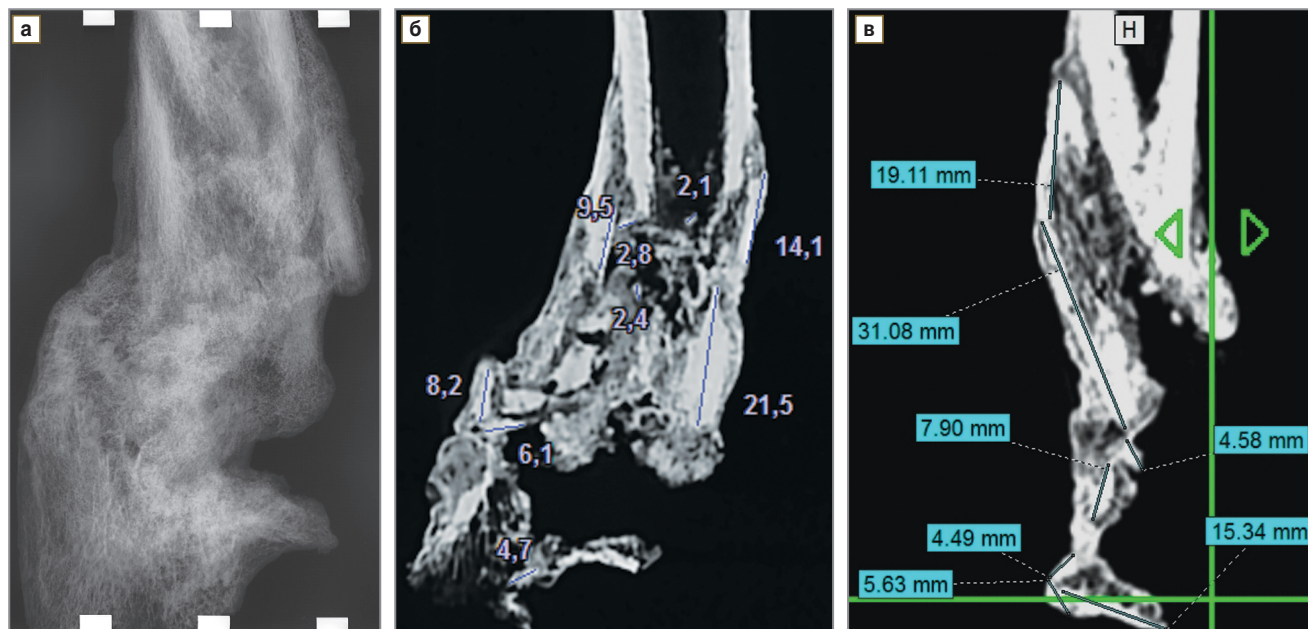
Результаты лучевого исследования сопоставленных фрагментов правой плечевой кости. На цифровой микрофокусной рентгенограмме с прямым 3,2-кратным увеличением изображения (а), конусно-лучевой компьютерной томограмме (б), мультисрезовой компьютерной томограмме (в) визуализируются признаки неправильно консолидированного многооскольчатого перелома правой плечевой кости с варусной деформацией ее оси. Костно-мозговой канал на данном уровне резко сужен, кортикальные пластинки утолщены за счет эндостального и периостального компонентов. Смещение бывших осколков не устранено: оно отмечается по ширине кнаружи и на ширину кортикального слоя под углом, открытым кнаружи. При КЛКТ (б) и МСКТ (в) достоверно определяются признаки консолидации в виде «костных мостиков» за счет сращения множественных промежуточных фрагментов размерами от 2,1 мм и периостальных компонентов, но они не визуализируются на цифровой микрофокусной рентгенограмме с прямым двукратным увеличением изображения (а)
